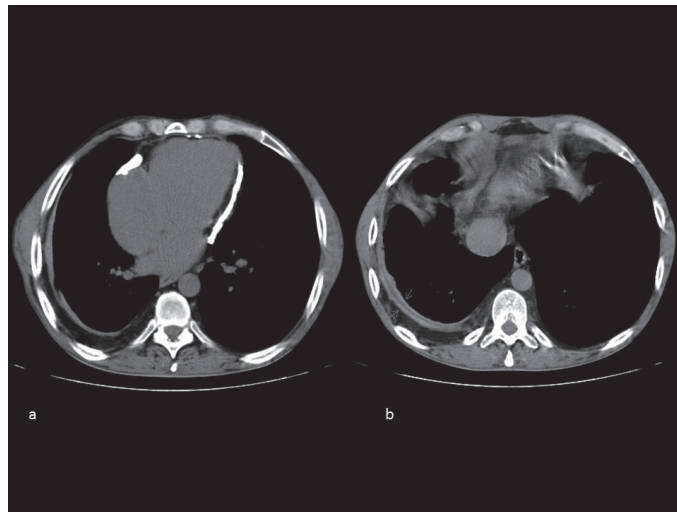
TC de Tórax sem contraste (realizada em 2013): Extensas calcificações pericárdicas (a) e (b) espessamento dos folhetos pleurais
